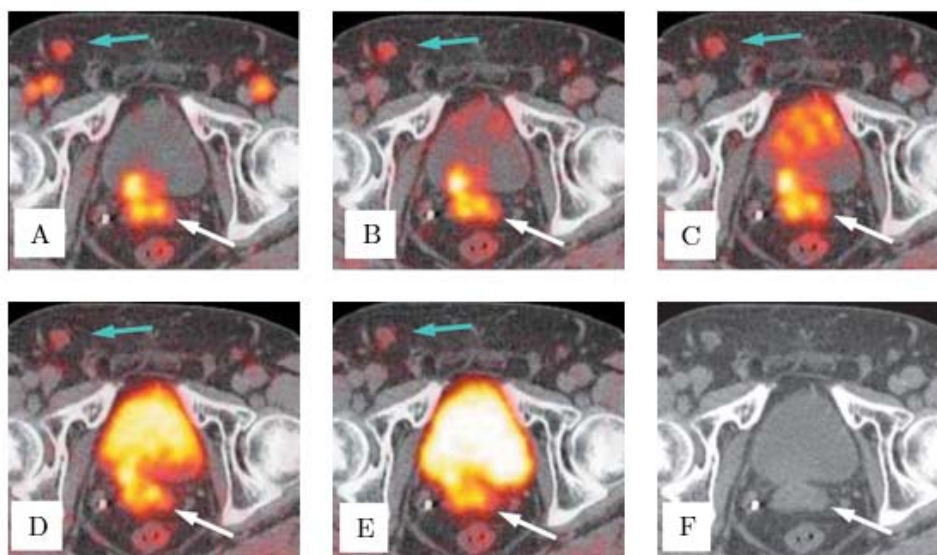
PET/CT adquirida em 3 fases na qual se identificam as *frames* dinâmicas A (0-3 min), B (3-6 min) e C (6-9 min p.i.), seguidas de uma PET de corpo inteiro (D, 11-14 min p.i.) e o *scan* tardio (E, ~40 min p.i.), todas fundidas com a CT inicial (F). Observa-se o desaparecimento da actividade vascular, visível na *frame* A, e o aparecimento de actividade urinária na *frame* C. Note-se as diferenças na evolução da captação em lesões cancerígenas suspeitas (setas a branco) em comparação com o gânglio linfático considerado benigno (setas a azul) [65].
